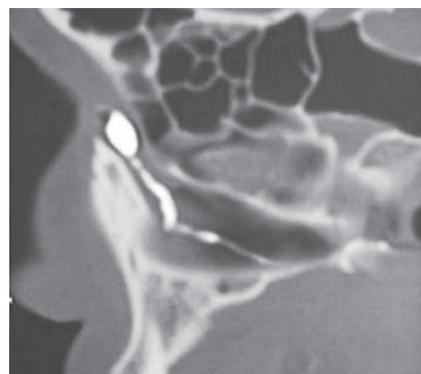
МСКТ с контрастированием слезоотводящих путей. Выраженное сужение в области шейки слезного мешка справа (сагитальная проекция) [6]
